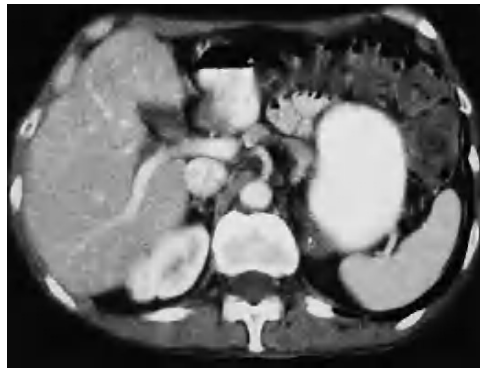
Tomografía computarizada abdominal: aumento de tamaño de la glándula suprarrenal izquierda con calcificación puntiforme en su interior.
